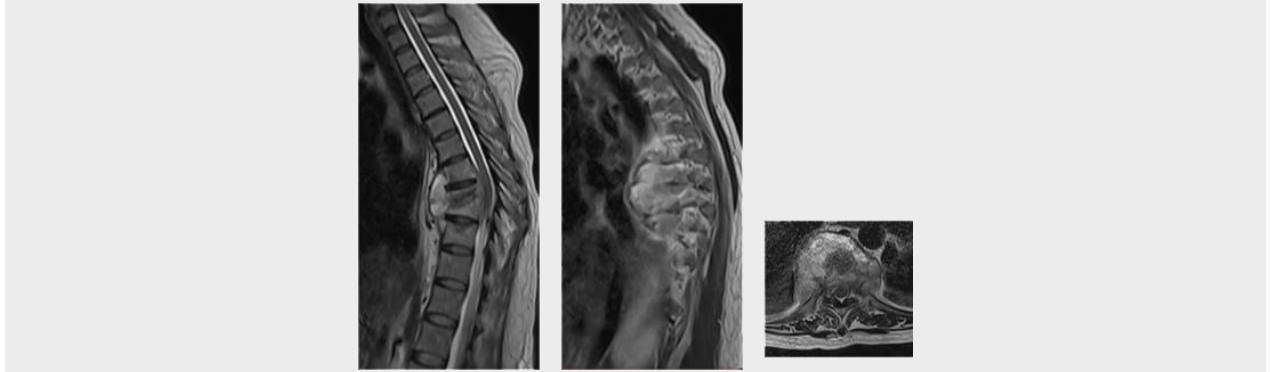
Resonancia magnética secuencia T2
